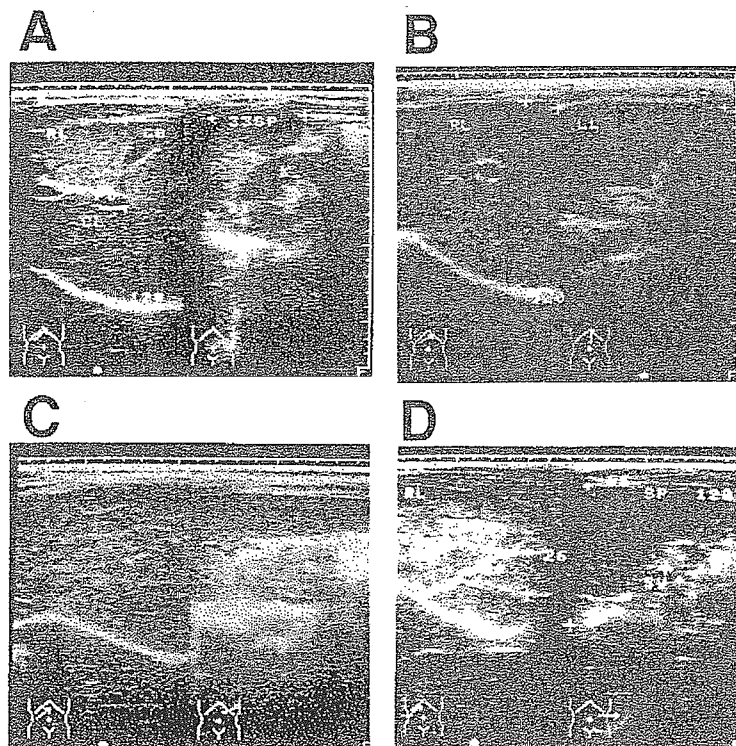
超音波診断法による住血吸虫性肝線維化症診断像 A; Grade 0. B; Grade 1. C; Grade 2. D; Grade 3 典型的な亀甲模様を呈する
